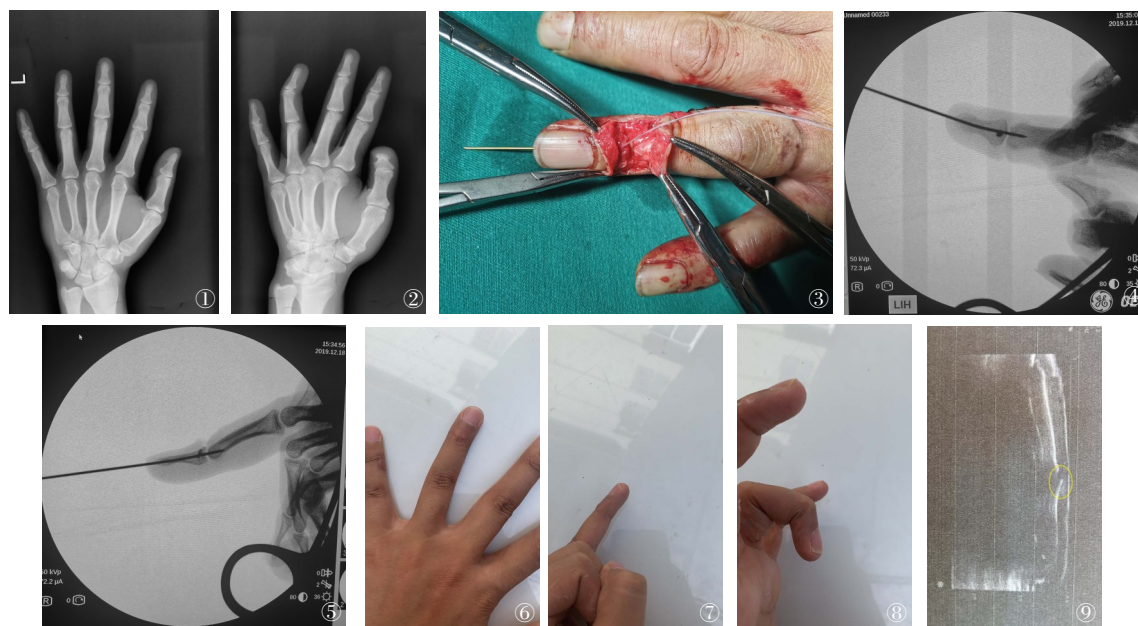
~9 患者男性,44岁,糖尿病病史6年,左环指电锯割伤致指伸肌腱Ⅰ区止点处断裂,行微型锚钉伸肌腱止点重建术。图1~2 术前X线片,提示左环指无骨折;图3 术中行左环指伸肌腱Ⅰ区止点重建术,锚钉固定于远节指骨基底背侧,尾线缝合固定伸肌腱Ⅰ区止点;图4~5 术中X线片,提示左环指克氏针及锚钉固定良好,位置良好;图6~8 术后4个月手指功能,提示左环指屈伸功能良好;图9 术后4个月患指伸肌腱止点高频超声提示:肌腱止点处回声、肌腱厚度接近健侧肌腱组织,较周围组织分层清晰,屈伸活动时肌腱止点无明显滑动
